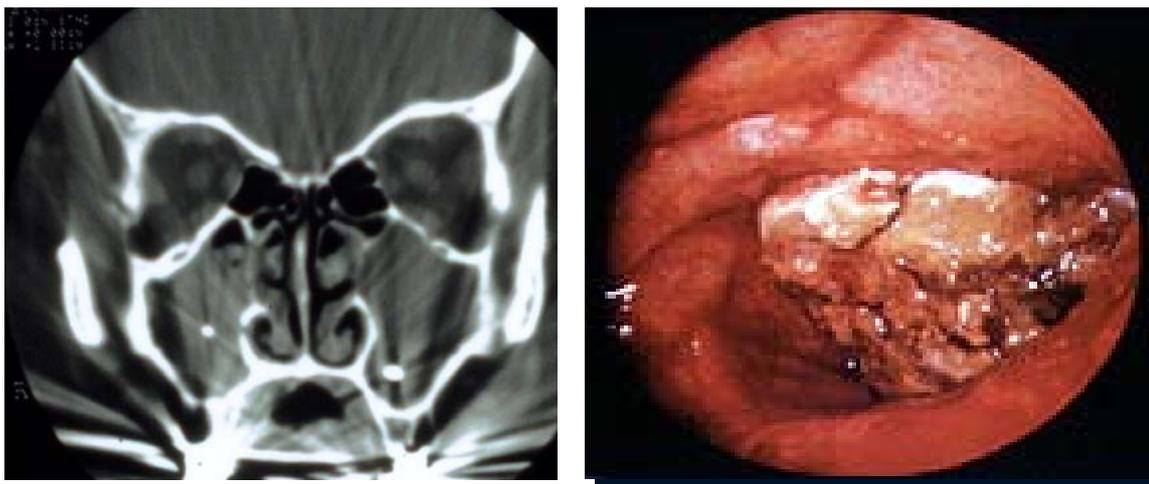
TC com imagem metálica e aspecto endoscópico da bola fúngica
